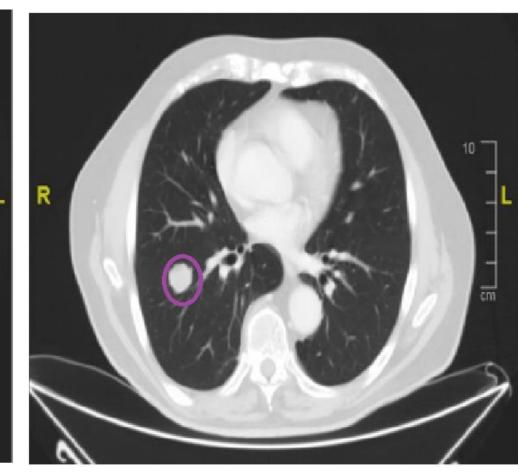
corte axial a nivel torácico de TC TAP de noviembre de 2021 (izquierda), donde se visualiza lesión nodular en lóbulo inferior derecho. Comparación con crecimiento en TC TAP agosto 2022 (derecha).
